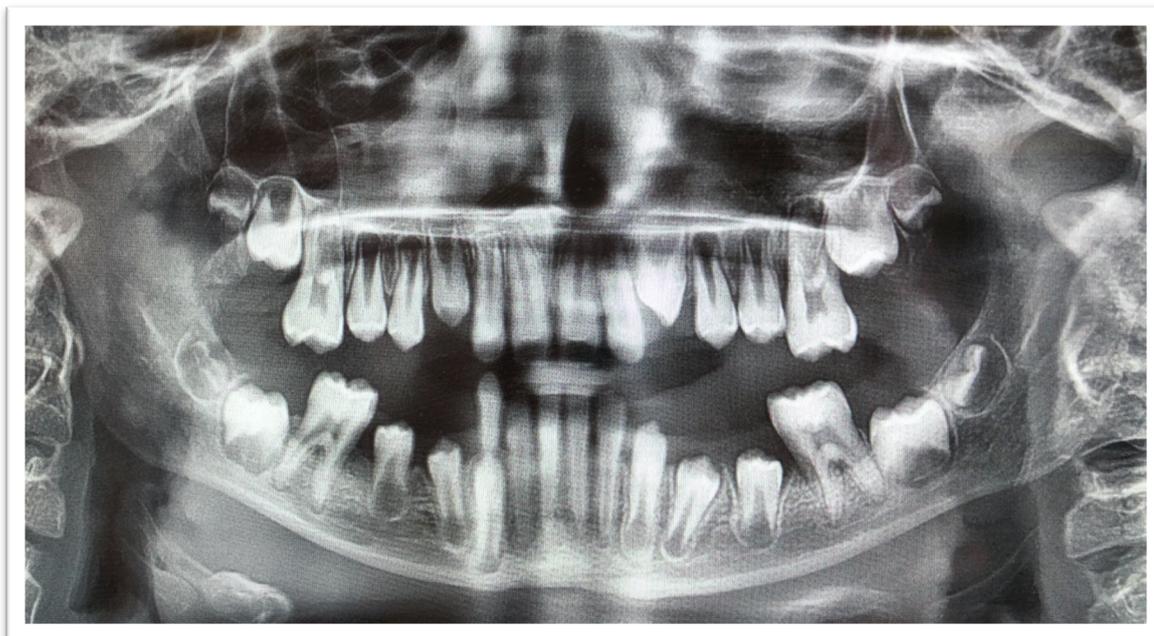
Orthopantomogramme à la date du 23/06/2020
